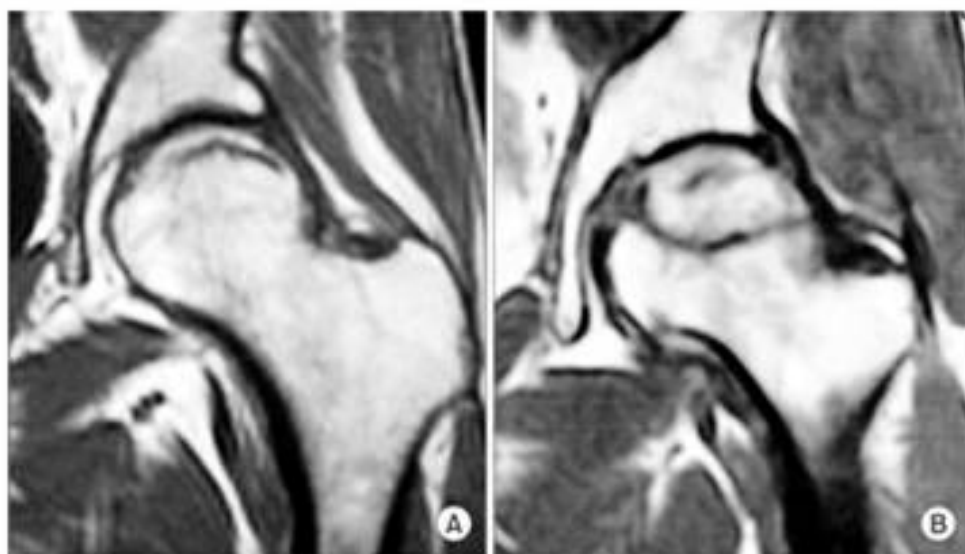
RMN corte coronal en T₁. A: Fractura por insuficiencia subcondral; B: Osteonecrosis de cabeza femoral¹⁵⁰.
